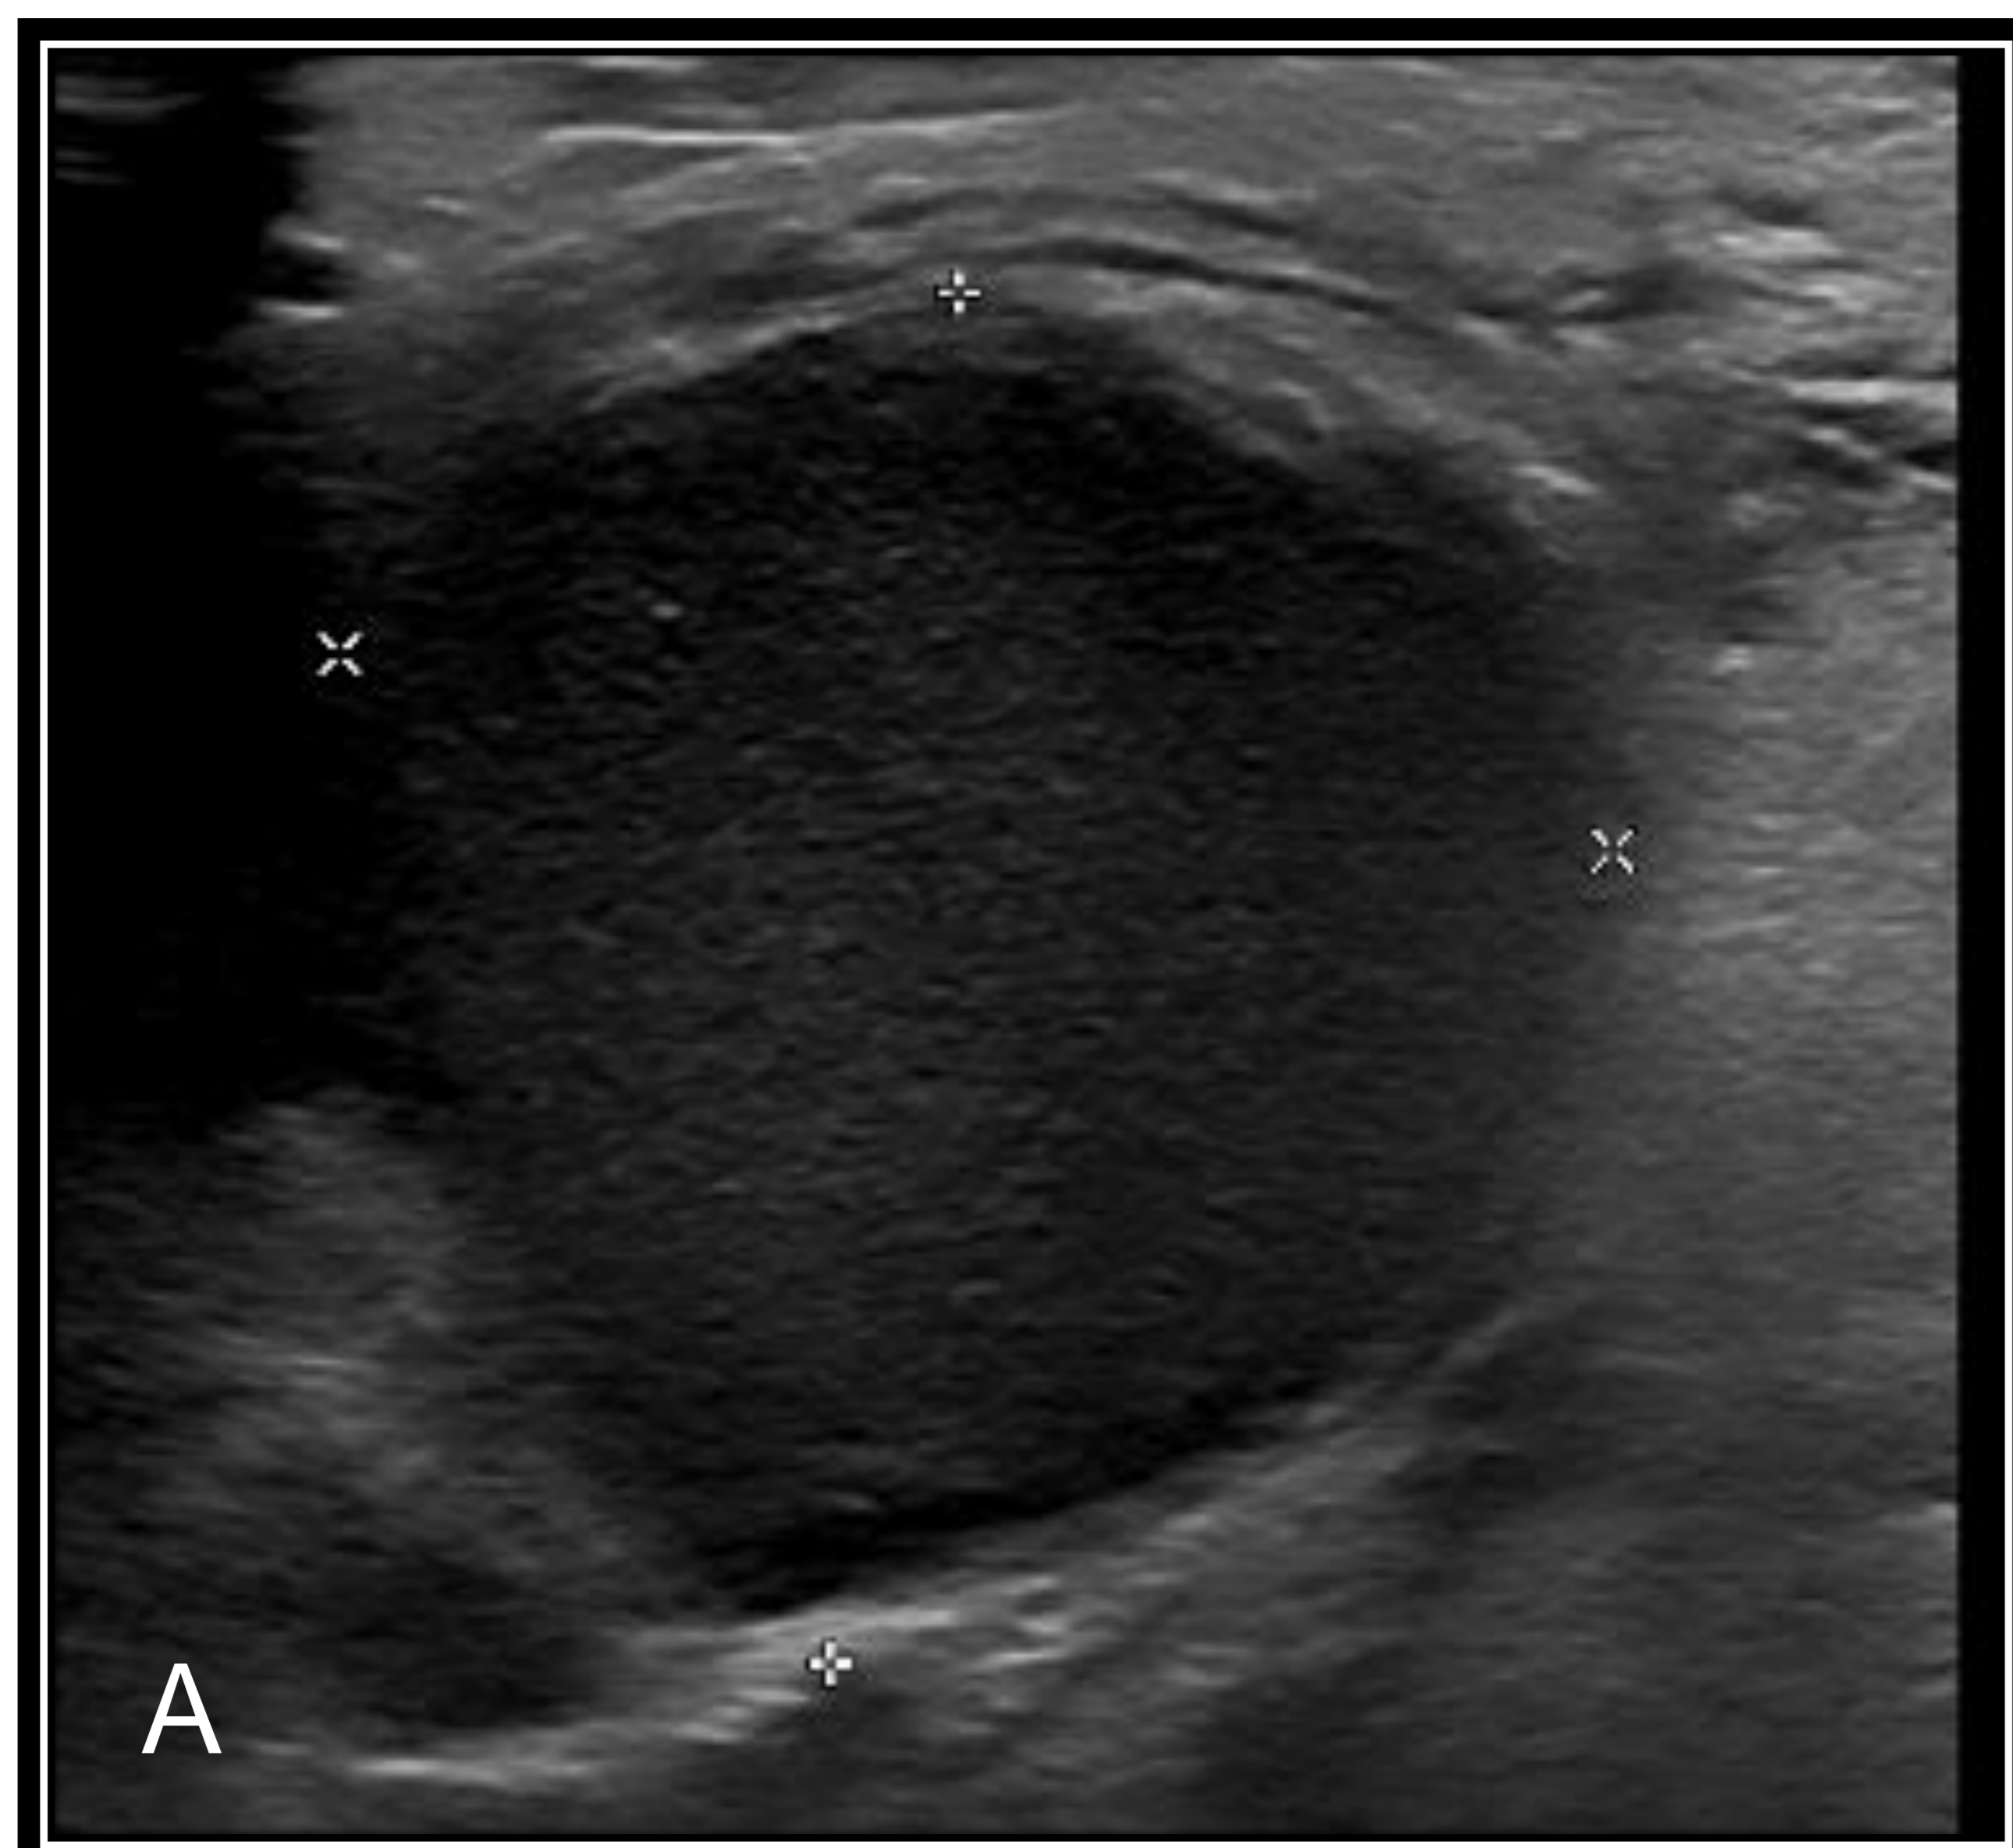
Ecografía de cuello (A) y TC de cuello con contraste intravenoso (B). Tumoración submandibular derecha con aumento de tamaño súbito y cambios inflamatorios locales en relación con quiste del 2º arco sobreinfectado.
